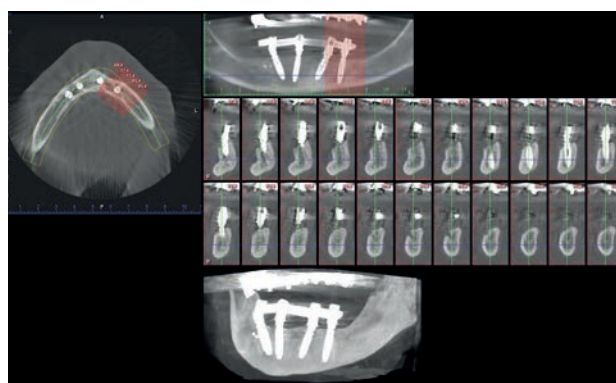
Cone Beam a distanza di 7 mesi dall'intervento chirurgico – cross sections lato sinistro
